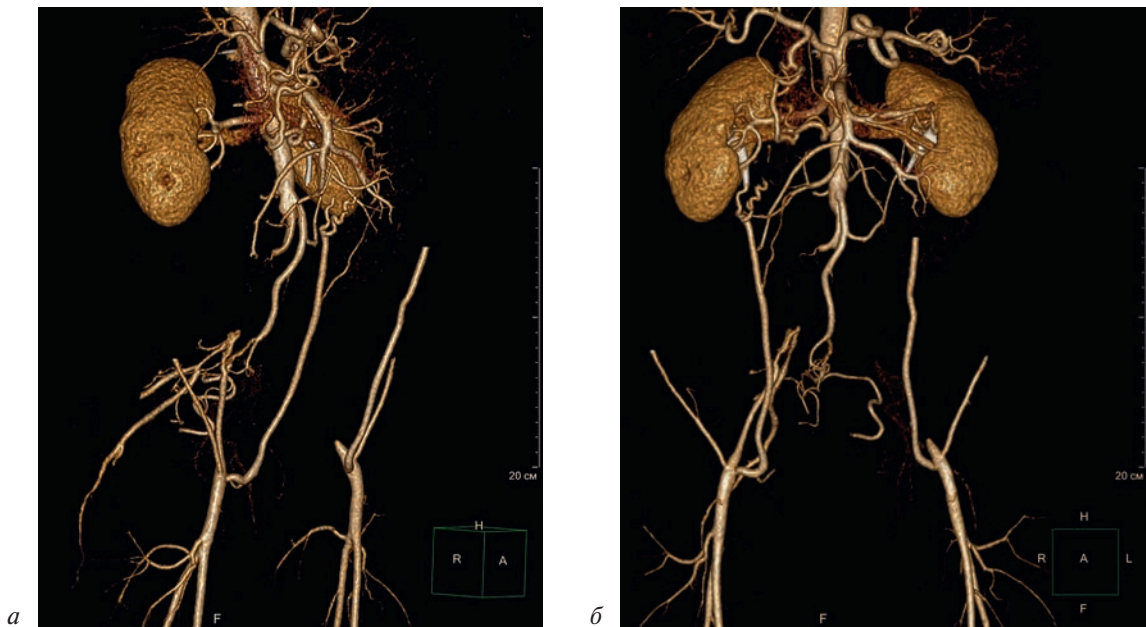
Компьютерная томография с внутривенным болюсным контрастированием, объемная реконструкция: псевдоаневризма грудного отдела аорты после хирургической коррекции коарктации аорты при окклюзии брюшного отдела аорты:
